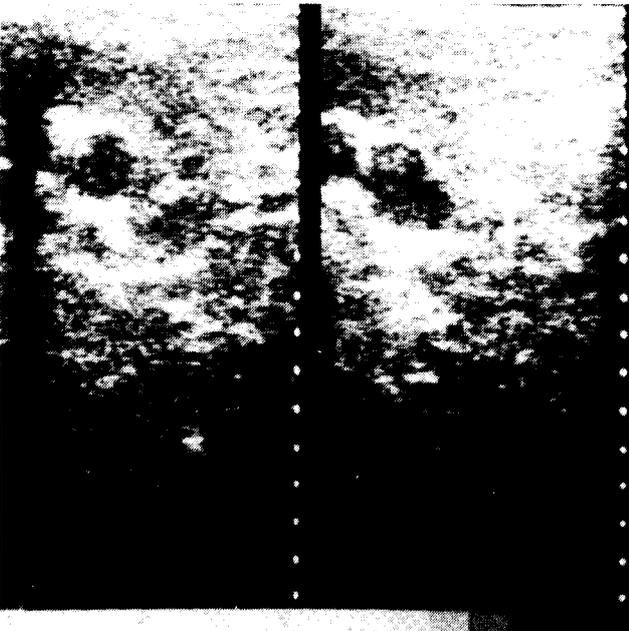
Ultrasonido del mismo caso de la foto Fig.3. que muestra discreta ectasia del sistema pielocalicial con fusión renal.
